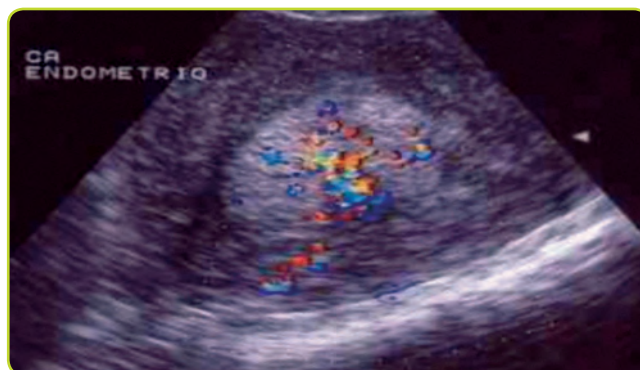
Endometrio engrosado. Se observa cómo, al Doppler color, la masa endometrial presenta una gran vascularización. Imagen compatible con sospecha de cáncer de endometrio.
